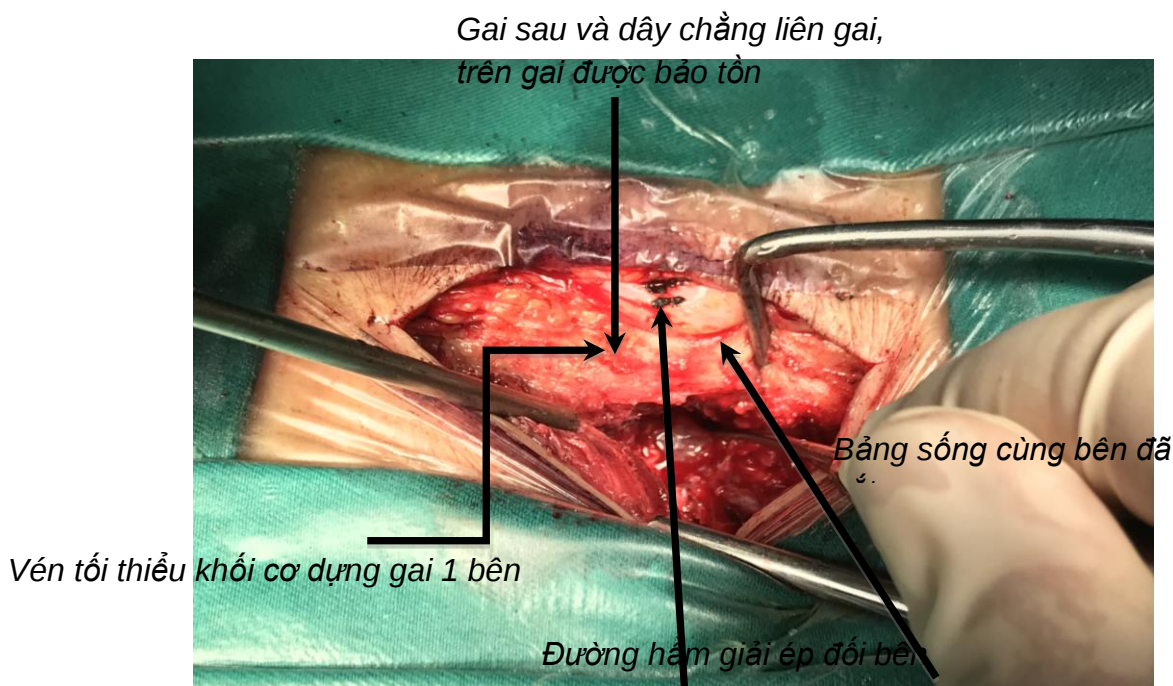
A. Hẹp ống sống trung tâm trên MRI Axial mức L4-5, B. Đường vào một bên qua hệ thống ống nong Metrix. C. Phẫu thuật MIS TLIF phối hợp với giải ép đối bên. D. Đặt cage hàn liên thân đốt qua ống nong với đường vào một bên
